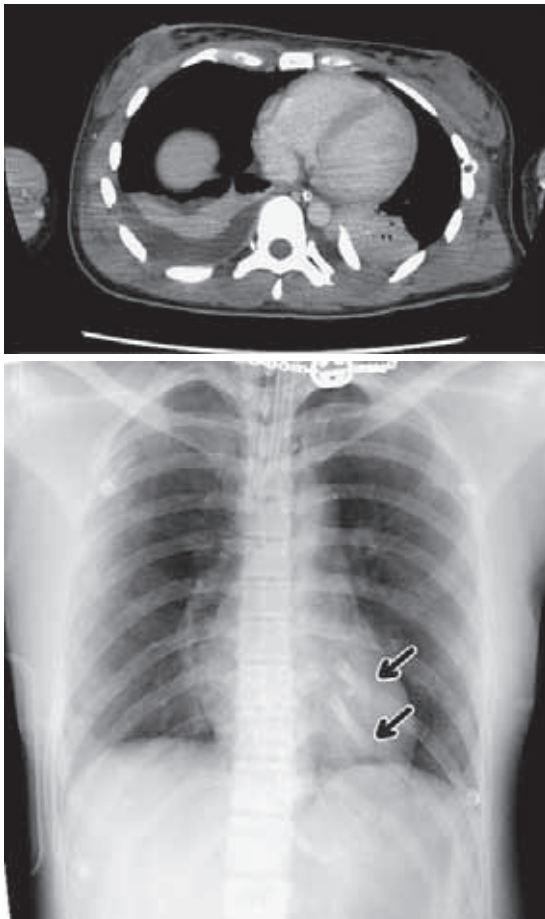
交通外傷による左第9，第10肋骨骨折変異した第9，第10肋骨(→)が左肺に穿孔しCTから骨折端が下行大動脈まで約5mmの距離まで接近していることがわかる。
